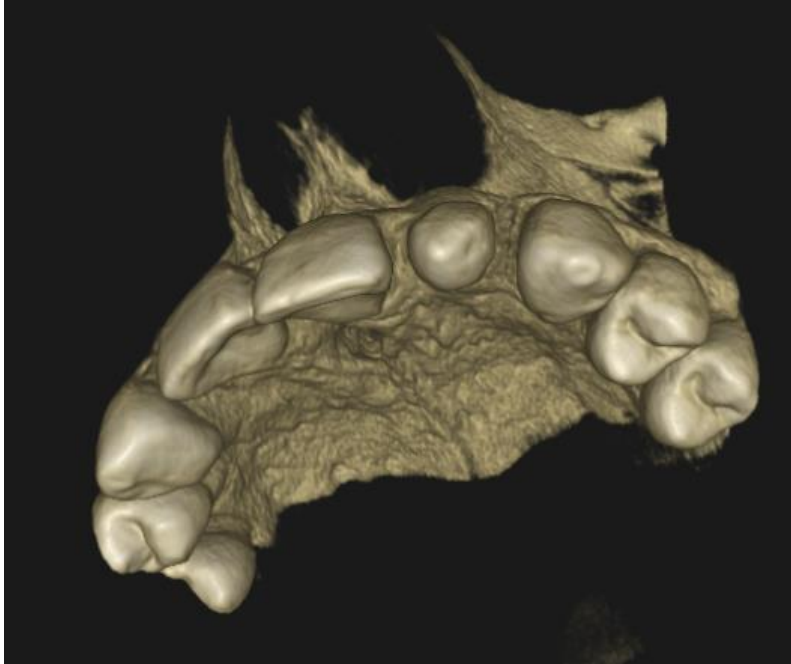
Cone Beam en vista oclusal.
